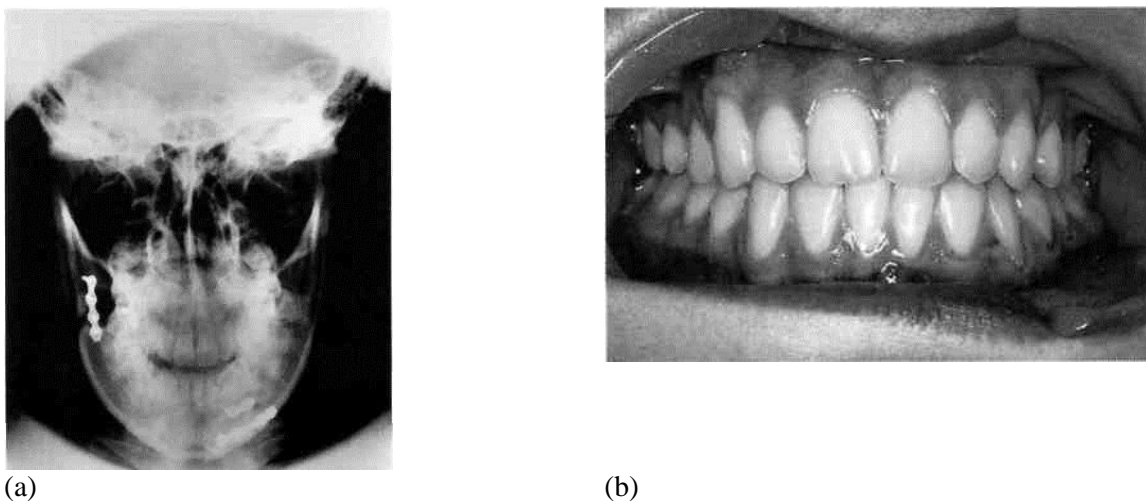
(continued) (e) Postoperative radiograph. The fractures have been satisfactorily reduced and immobilized by non-compression miniplates. (f) Immediate postoperative photograph of the occlusion. The temporary wire ligature around the teeth on each side of the left mandibular body fracture has not yet been removed.
